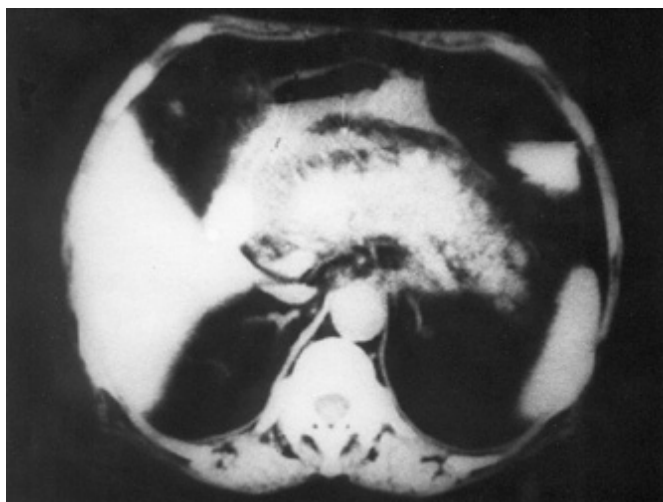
КТ. Деструктивный панкреатит. Жидкость в салениковой сумке.
